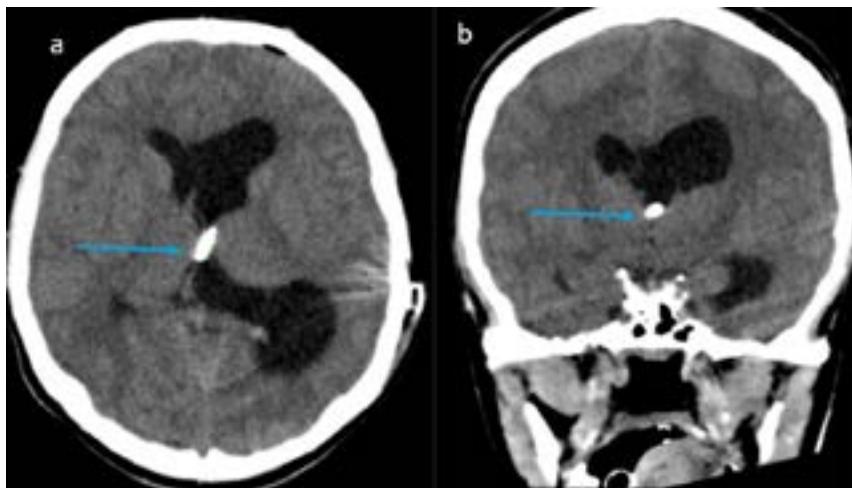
Tomografía de cráneo simple posoperatoria (a: corte axial, b: corte coronal) en la que se observa catéter ventricular de derivación ventriculoperitoneal con el extremo proximal posicionado en los forámenes interventriculares (foramen de Monro) (flechas).
